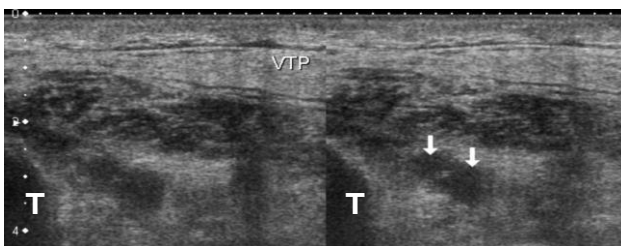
Trombosis venas tibiales posteriores. Ecografía modo B, plano axial desde cara interna de pantorrilla, se observan las venas tibiales posteriores de calibre prominente sin compresión (izquierda) que no se colapsan con la compresión (derecha), correspondiente a TVP. Tibia (T).
